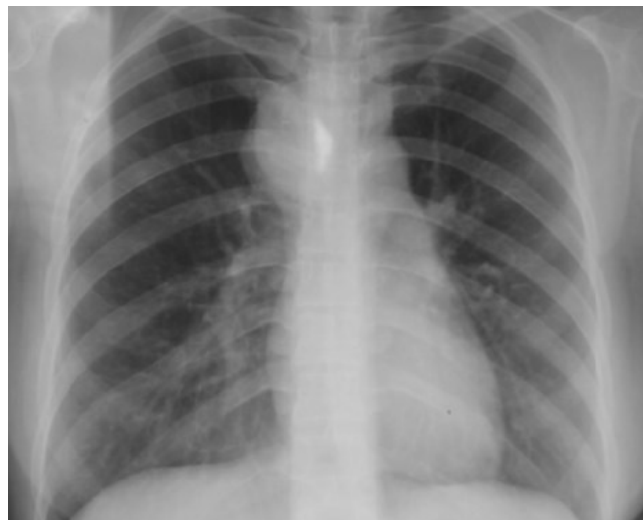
Radiographie thoracique en incidence de face
